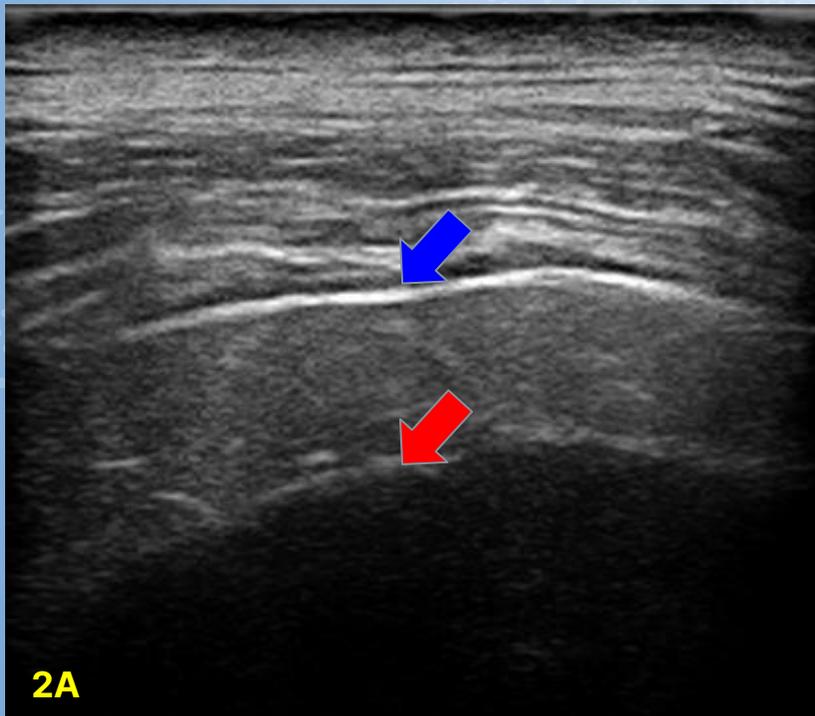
A-C Ecografías de distintos pacientes asintomáticos que muestran la línea pleural (flechas azules ) y las líneas A
